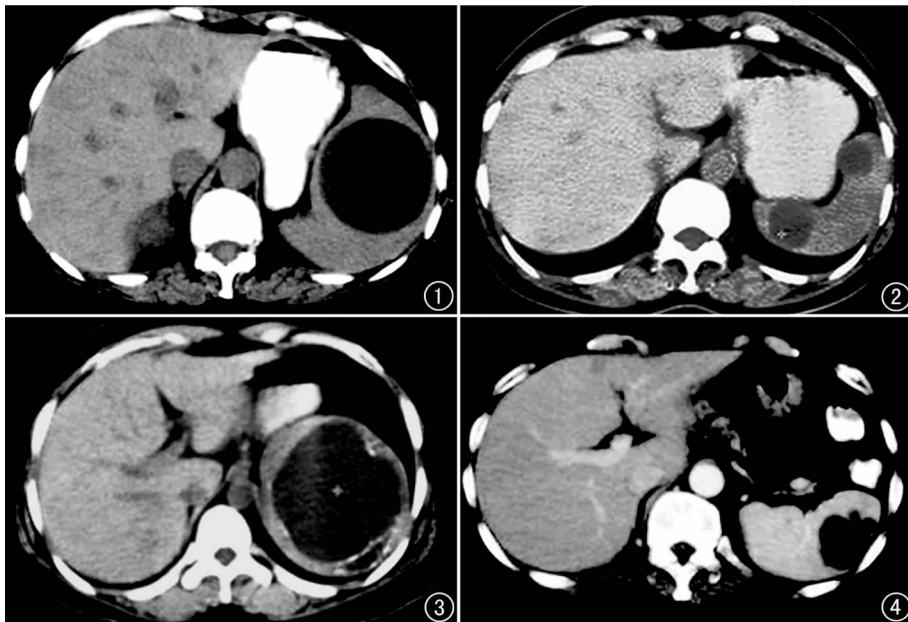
脾脏真性囊肿。CT 平扫示脾内一巨大圆形囊性占位,密度均匀。图 2 脾多发真性囊肿。CT 平扫示脾内多发圆形囊性占位,密度均匀,CT 值约 11 HU。
